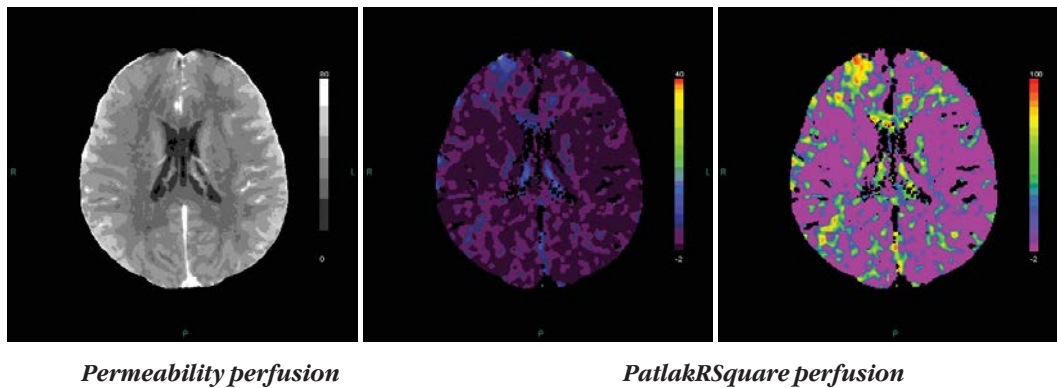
Пациент С., 27 лет. КТ-перфузия от 18.02.2010 г.: очаг повышенной проницаемости в правой лобной доле.
